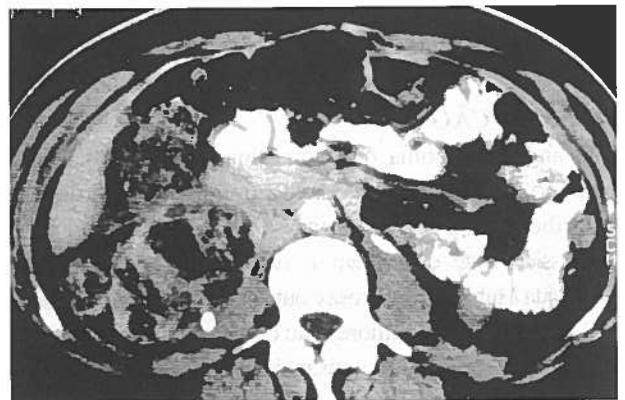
A e 3-B - TAC abdominal antes e após a embolização, demonstrando importante redução do volume tumoral e desaparecimento dos sinais de hemorragia.
